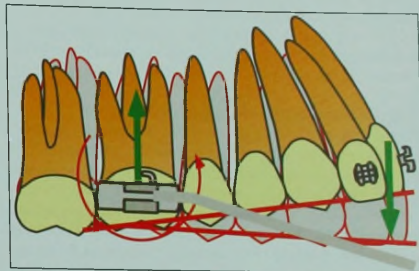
Система сил экстррузионной дуги: одномоментная система с экстррузионным действием на передние зубы и интрузионным — на боковые. Пара, действующая на моляры, формирует момент, наклоняющий их мезиально.
